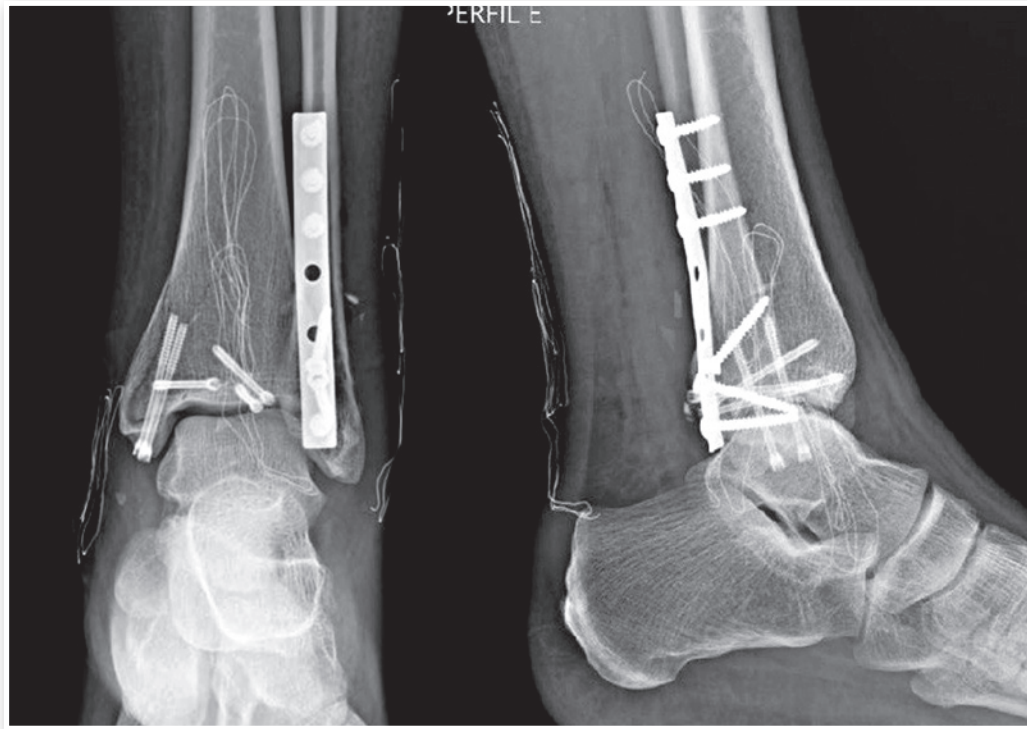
Radiografias do tornozelo esquerdo pós-operatório imediato nas incidências em anteroposterior (AP) e perfil.
